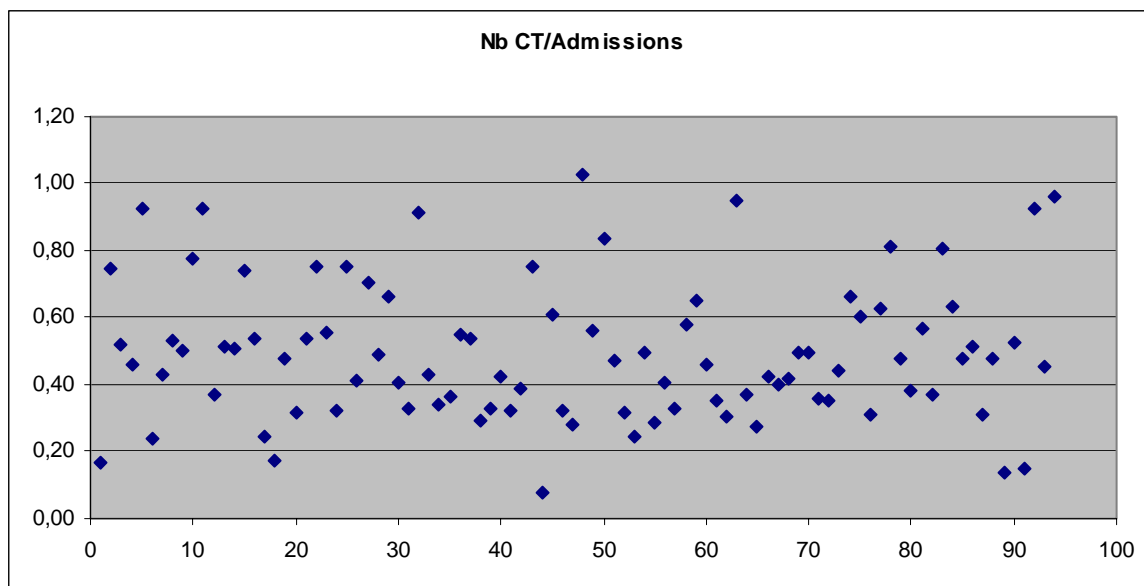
Nombre de CT par admissions
